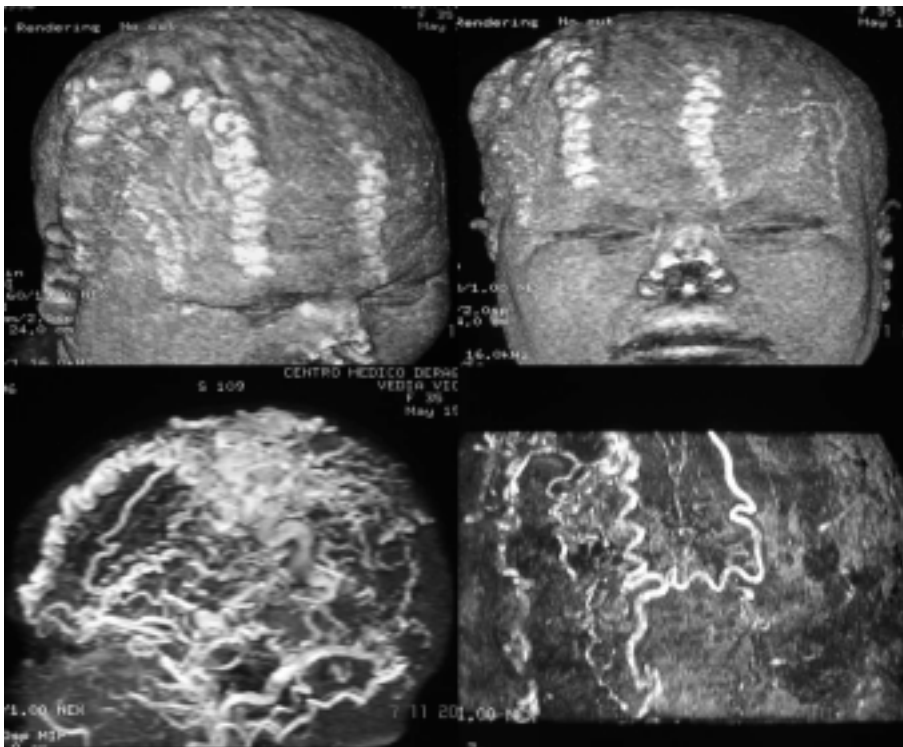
Angiorresonancia 3D
